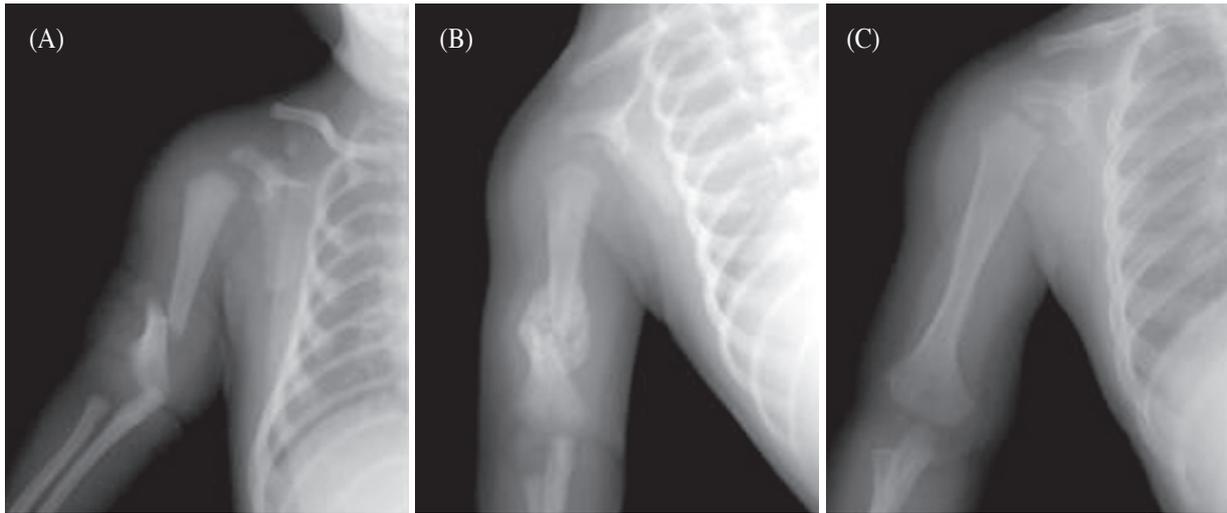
Plain radiographs of right upper arm on admission (A) showed oblique fracture on shaft of right humerus, at 3 weeks later follow up (B) revealed abundant callus formation on fracture site, and at 6 months follow up (C) showed good alignment without any deformity.
